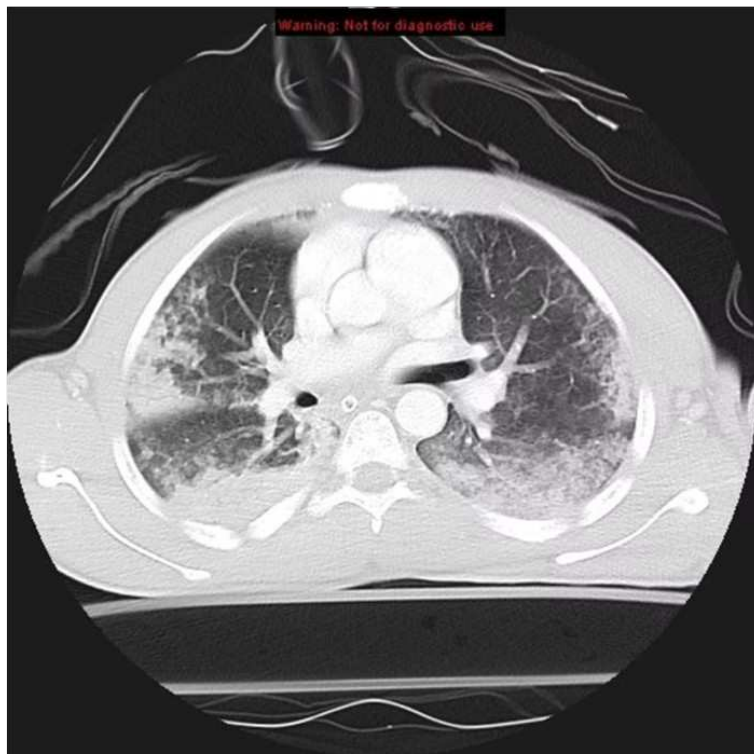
CT axial que representa opacidades periféricas en vidrio esmerilado en ambos pulmones consistentes con contusiones pulmonares resultantes de un trauma contuso en el tórax
